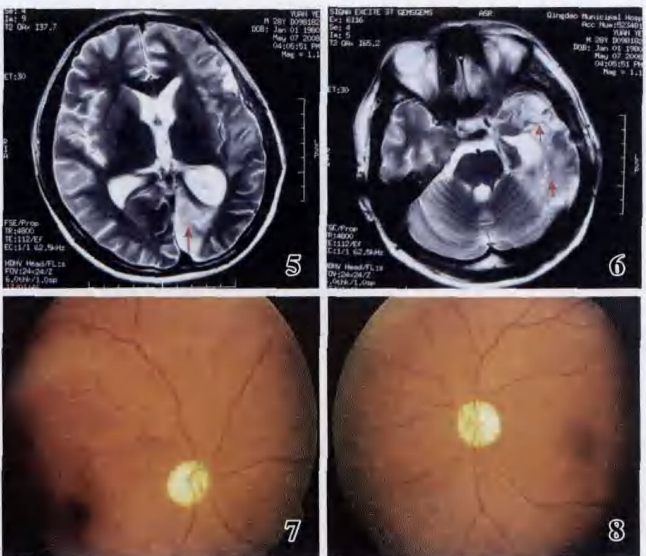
颅脑MRI的水平位T₂成像显示左枕叶大片软化灶,呈高信号(红箭头),左额叶见小片高信号影(蓝箭头) 图6 颅脑MRI的水平位T₂成像显示左颞叶大片高信号影(红箭头) 图7 右眼视盘色白、边界清楚 图8 左眼视盘色白,边界清楚
